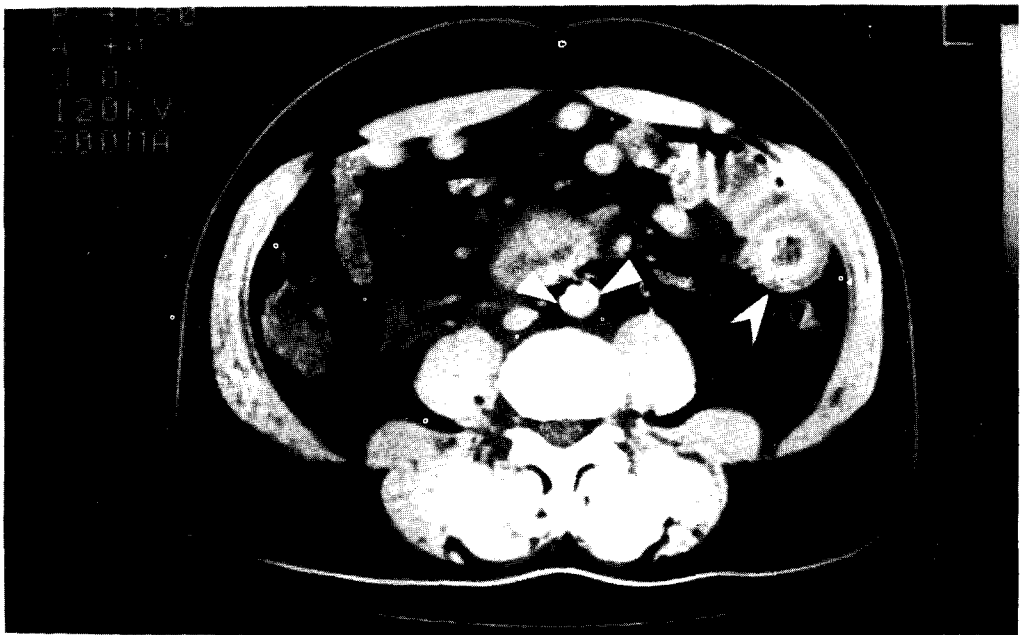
Figure CT Scan showed atherosclerotic plaque C calcification around the wall of abdominal aorta (arrow) and showed thick and edematous bowel wall due to gangrenous small bowel from ischemia (arrow head)
